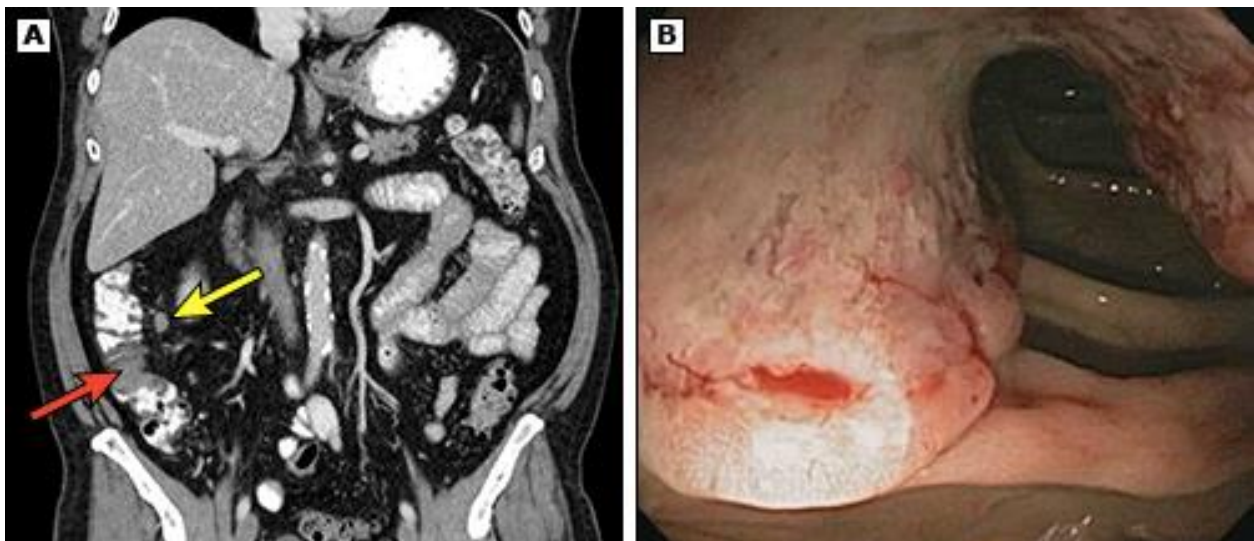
(A) Tomografía computarizada (TC) que muestra un defecto de llenado en el colon ascendente (flecha roja) junto con un ganglio linfático (flecha amarilla). (B) Cáncer de colon identificado en el colon ascendente en la colonoscopia posterior.¹⁹
